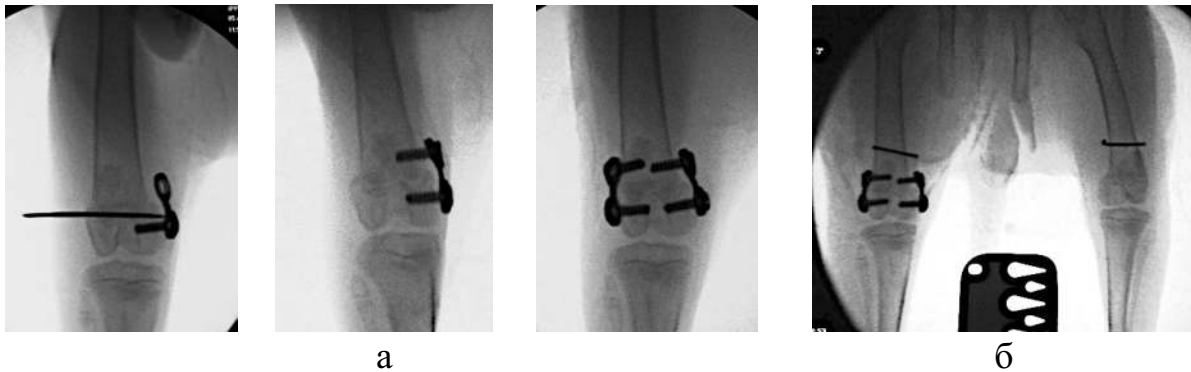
Розміщення пластин із гвинтами. ТДБ дистальної наросткової зони стегнової кістки кролів: а) ілюстрація етапів операції; б) оглядова рентгенограма нижніх кінцівок після імплантації пластин з гвинтами та спицями Кіршнера.
